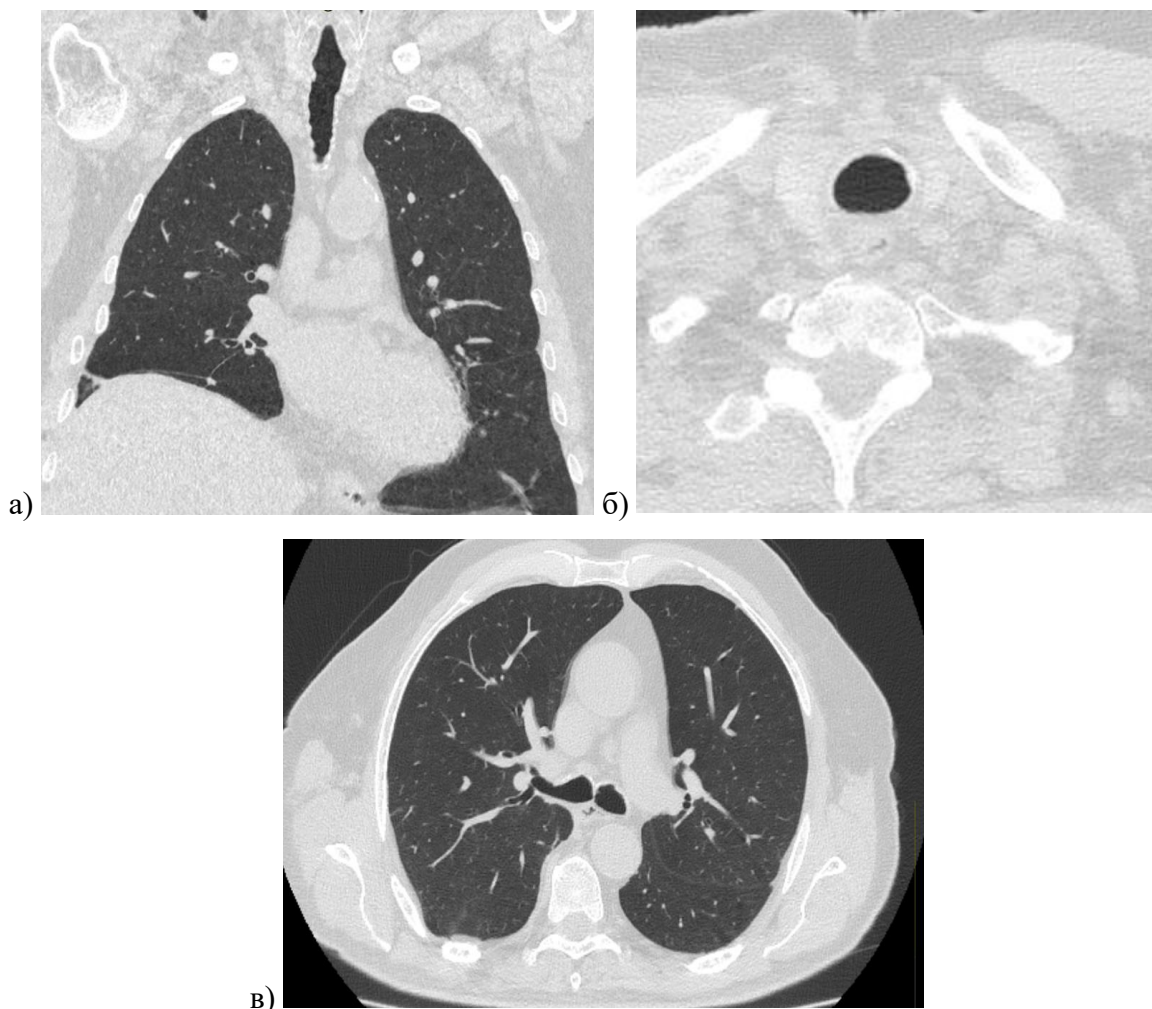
Больной М., 75 лет - МСКТ органов грудной клетки: а - фронтальный срез; б - аксиальный срез — шейный отдел после резекции; в - аксиальный срез — устье левого главного бронха после резекции
